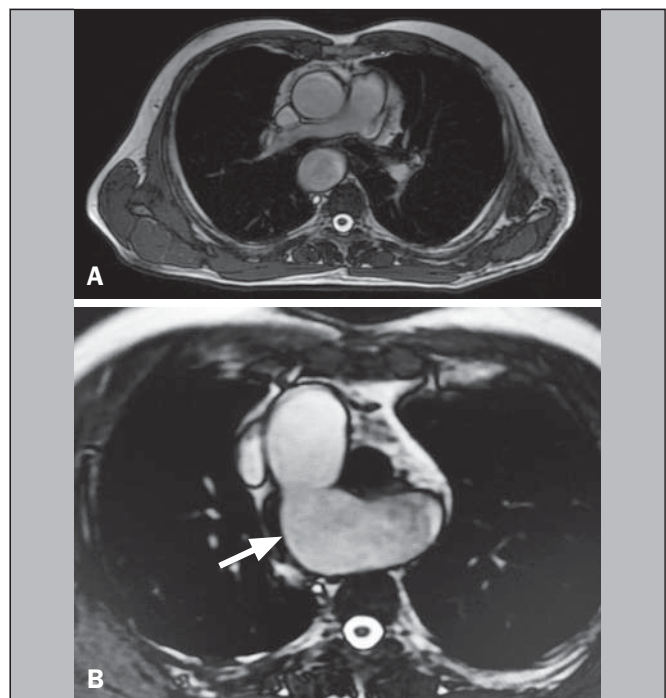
A,B: Ressonância magnética, plano axial, ponderada em T2 spin eco mostrando arco aórtico à direita (seta).
